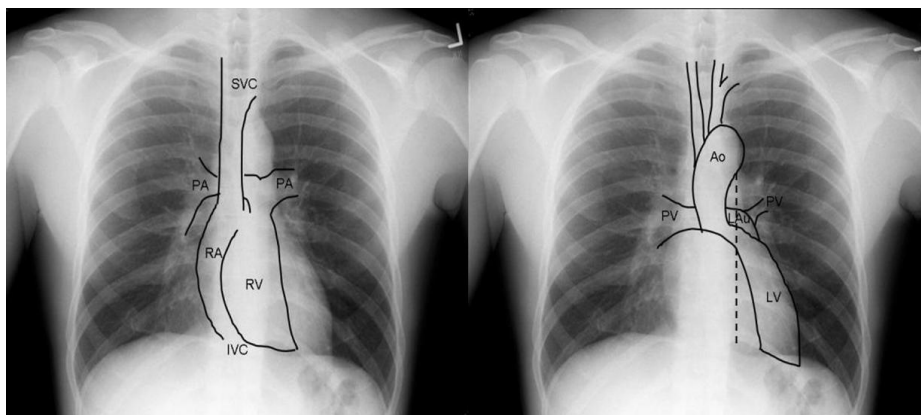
Нормальная рентгеноанатомия правых и левых отделов сердца
